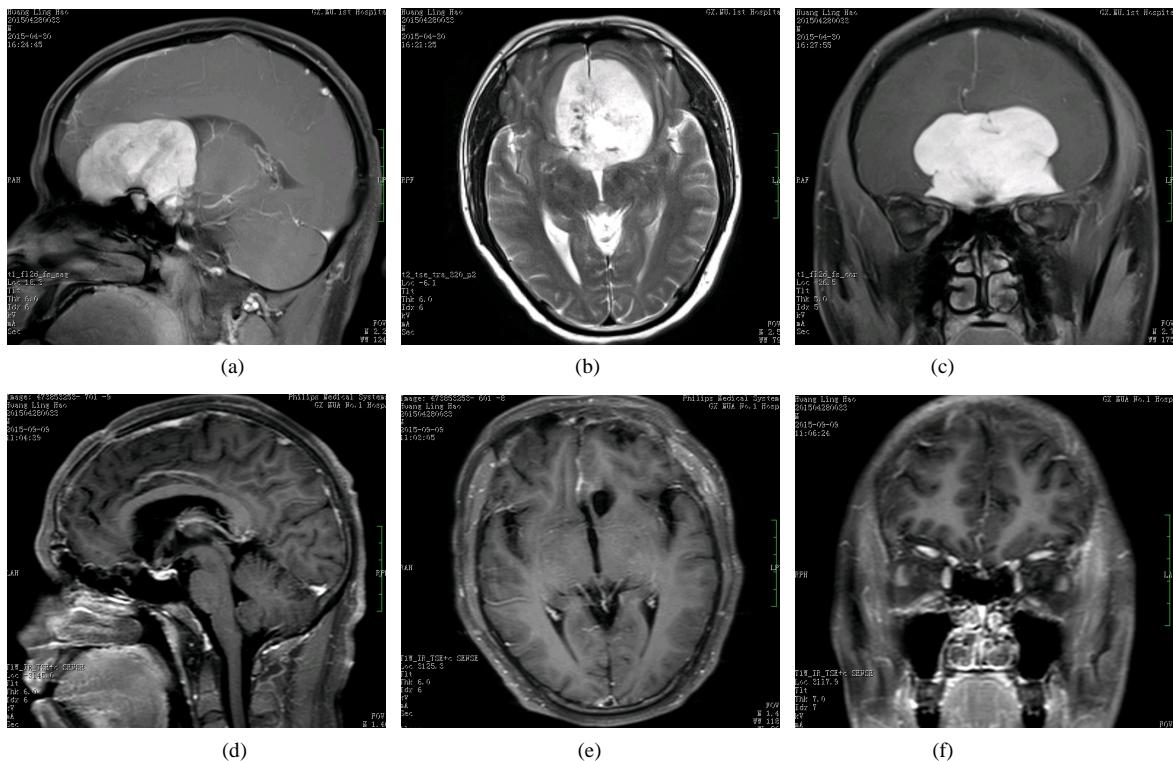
Imaging studies in a 29-year-old man who developed vision impairment over a 3-month period. Physical examination: hyposmia; vision: left 0.05, right 0.05; KPS 80; MRI scan demonstrated: a $67 \text{ mm} \times 51 \text{ mm} \times 46 \text{ mm}$ OGM, tumor boundary was clear and nearly uniform reinforcement, ethmoid sinus was invaded a little bit, accompanies the skull bone hyperplasia, tumor edge reached to the saddle diaphragm and partly wrapped anterior cerebral arteries, on a T2-weighted sequence with significantly high signal (4-b), peritumoral edema was light (4-a, 4-b, 4-c). A total removal of the tumor was achieved with a excellent outcome via MRI scan (4-d, 4-e, 4-f)
